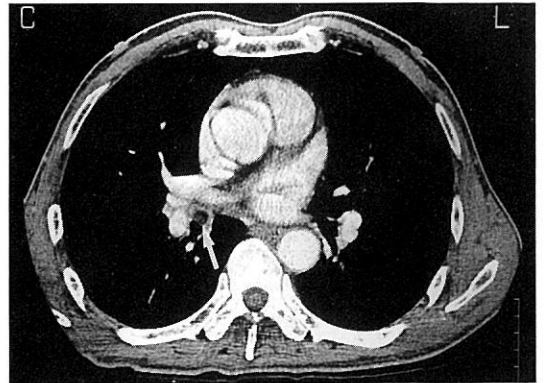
Chest CT shows well defined, low density mass on ant wall of intermedium bronchus, near bifurcation of RML and RLL : arrow.
